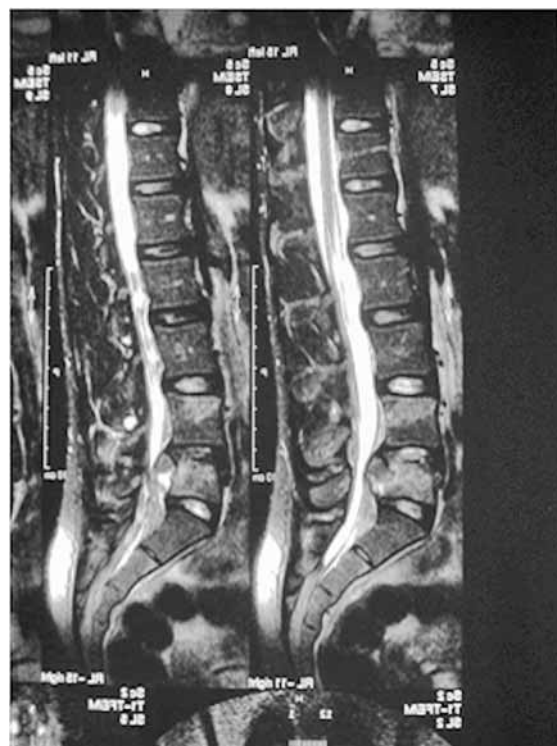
A ressonância magnética ilustra a tração do fragmento ósseo realizado pelo ligamento longitudinal posterior (seta).
